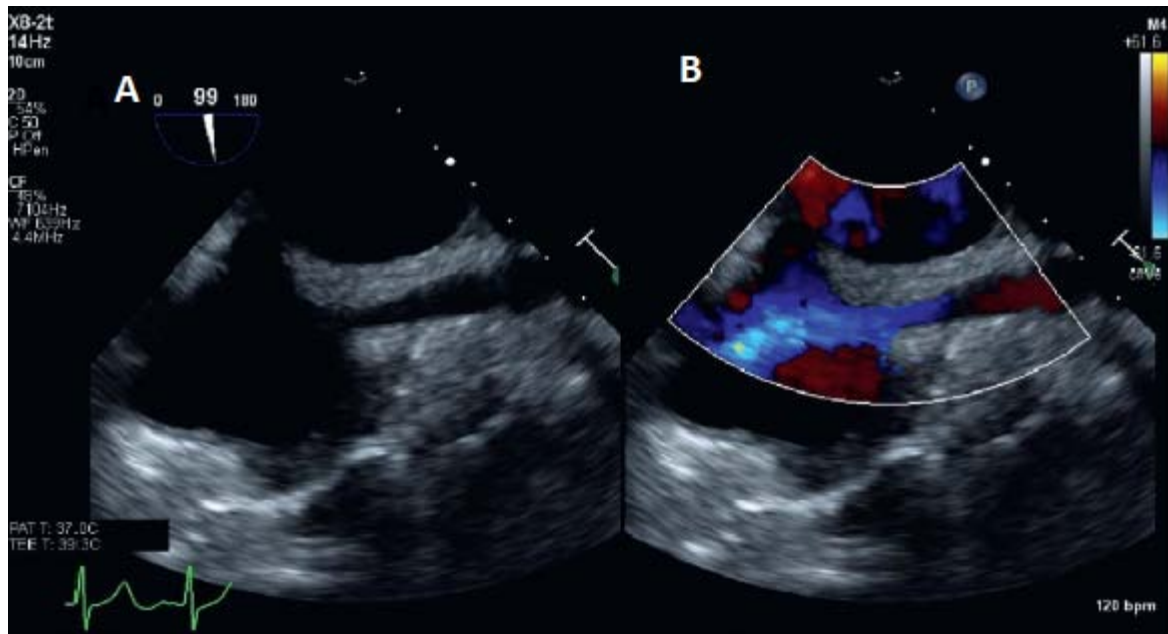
Echodoppler transoesophagienne (ETO) chez une patiente de 73 ans présentant un SCS post remplacement valvulaire et pontage coronarien:
